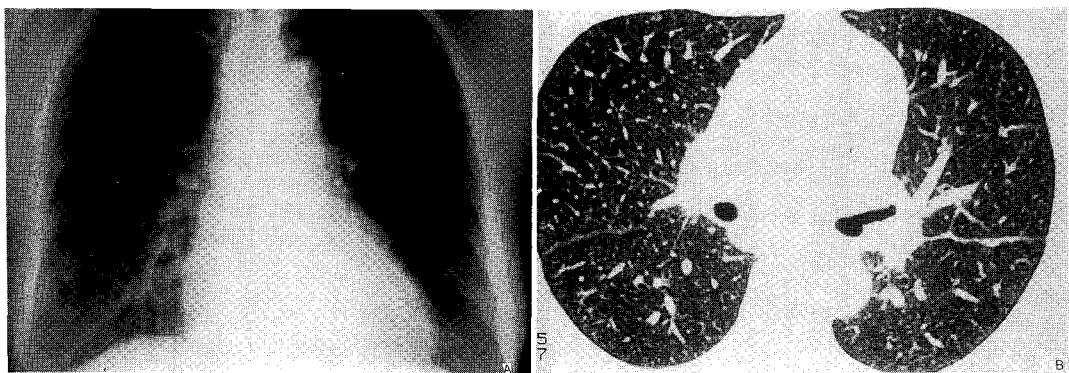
a) On admission, chest X-ray shows improvement of the lymphadenopathy and parenchymal infiltrations.
